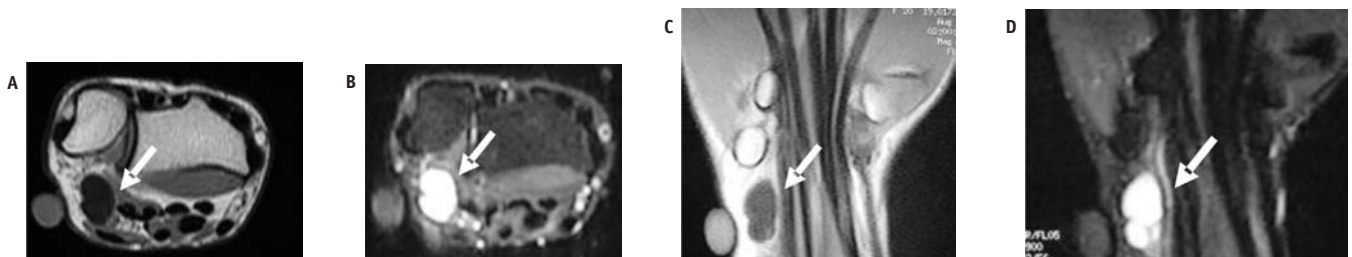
RM do punho no plano axial (A e B) e no plano coronal (C e D), ponderadas em T1 e T2 com saturação de gordura. Junto ao marcador cutâneo (local de dor referido pelo paciente), nota-se formação cística com hipossinal em T1 e hipersinal em T2, na topografia do canal de Guyon (setas).
